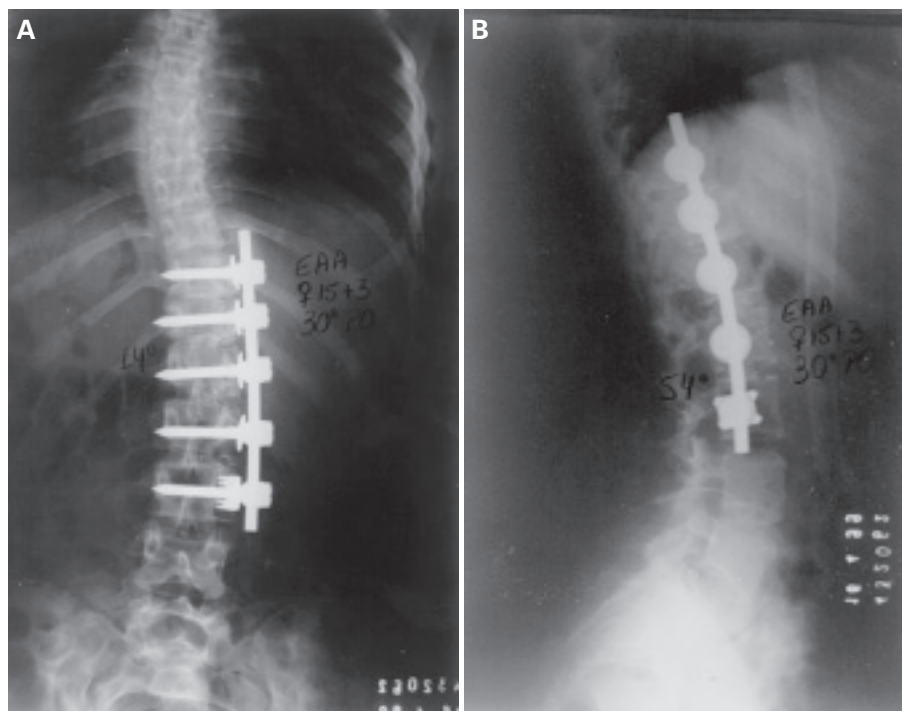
A) Radiografia pós-operatória em AP. B) Radiografia pós-operatória em perfil.
